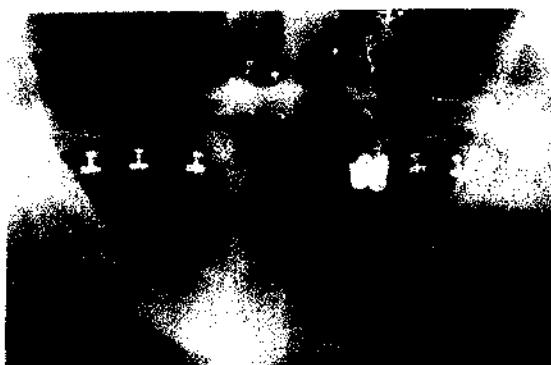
En esta prótesis con sobredentadura maxilar elaborada en 1985, se colocaron cinco insertos intramucosos para obtener una mayor retención. Desde 1955, el Dr. I. Leo⁸ empleó una sobredentadura similar y 11 insertos intramucosos, logrando que el paciente tuviera una buena actividad funcional durante 30 años insertos. Obsérvese que la posición elevada del canal alveolar inferior (así como la gran trayectoria distal hacia el borde anterior en filo de cuchillo, que no se nota en la radiografía) evita el uso de implantes intraóseos en la mandíbula.
